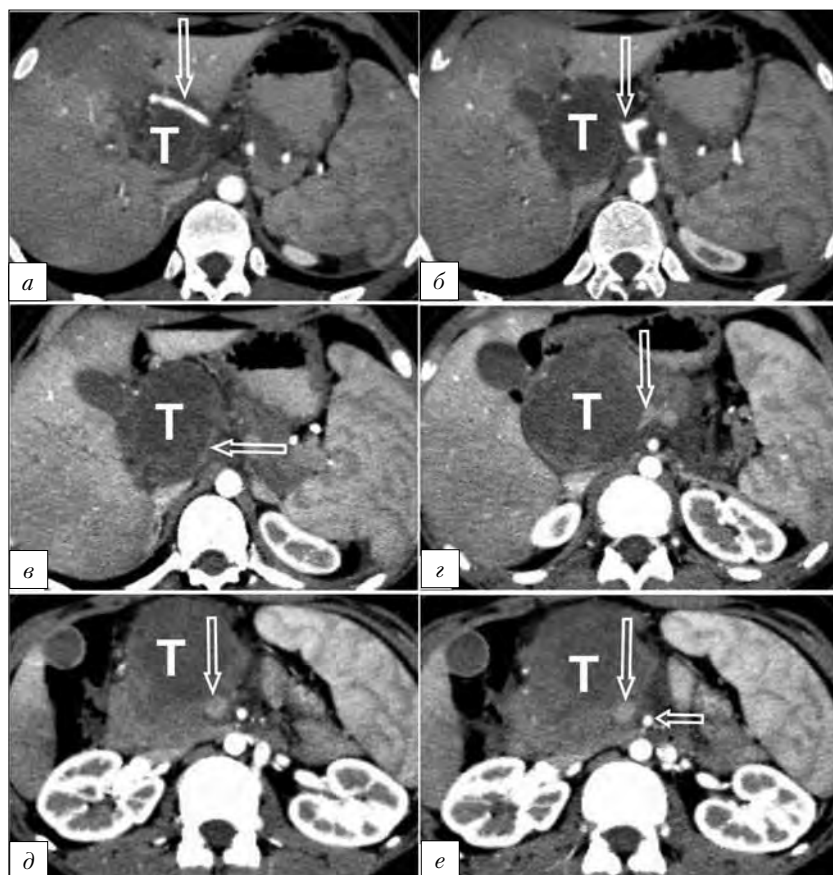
Компьютерные томограммы органов брюшной полости. Взаимотношение магистральных сосудов и опухоли головки поджелудочной железы. Стрелками отмечены сосуды: а — общая печеночная артерия (ОПА), б — чревный ствол, в — воротная вена (ВВ), г–е — верхняя брыжеечная вена (ВБВ)
